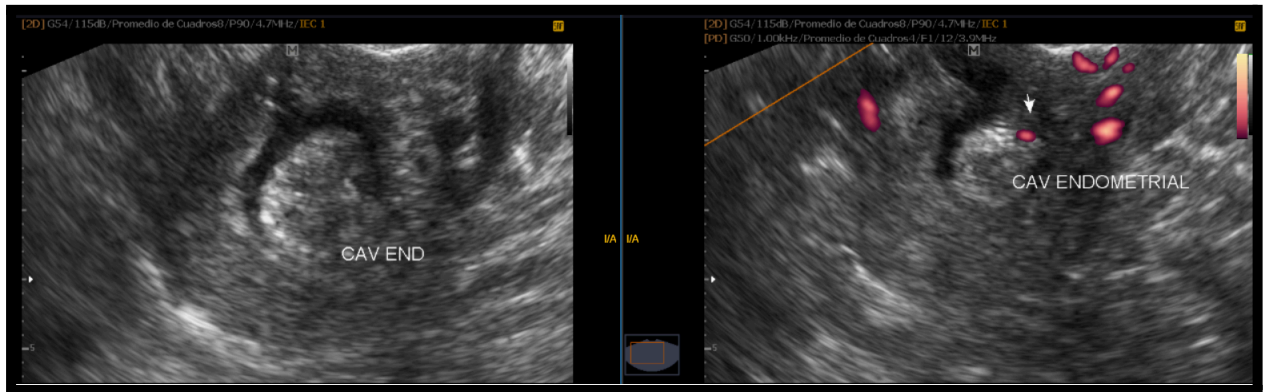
Paciente de 43 años sin antecedentes, con metrorragia y ecografía tv sospechosa de pólipo endometrial. En histerosonografía, se informa en cavidad lesión heterogénea, de aspecto polipoide, que presenta un pedículo vascularizado al aplicar Doppler color y mide 19 mm x 12.2 mm. Confirmación posterior de pólipo endometrial mediante anatomía patológica.
